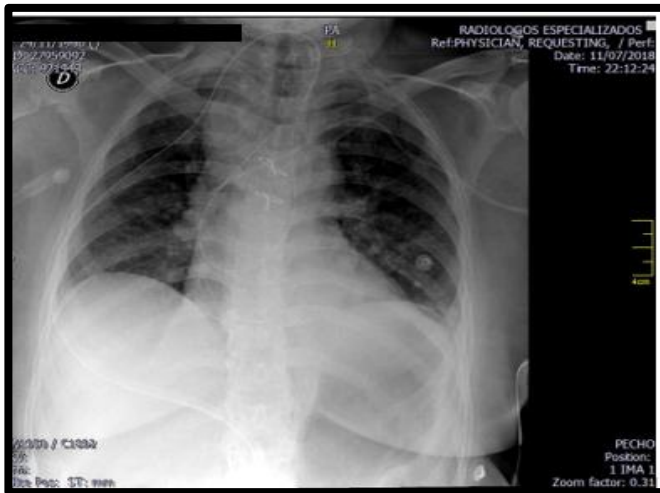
Archivo personal. Radiografía portátil que muestra CVC subclavio izquierdo, con punta mal posicionada apoyada en un ángulo agudo sobre la pared lateral derecha de la vena cava superior.
